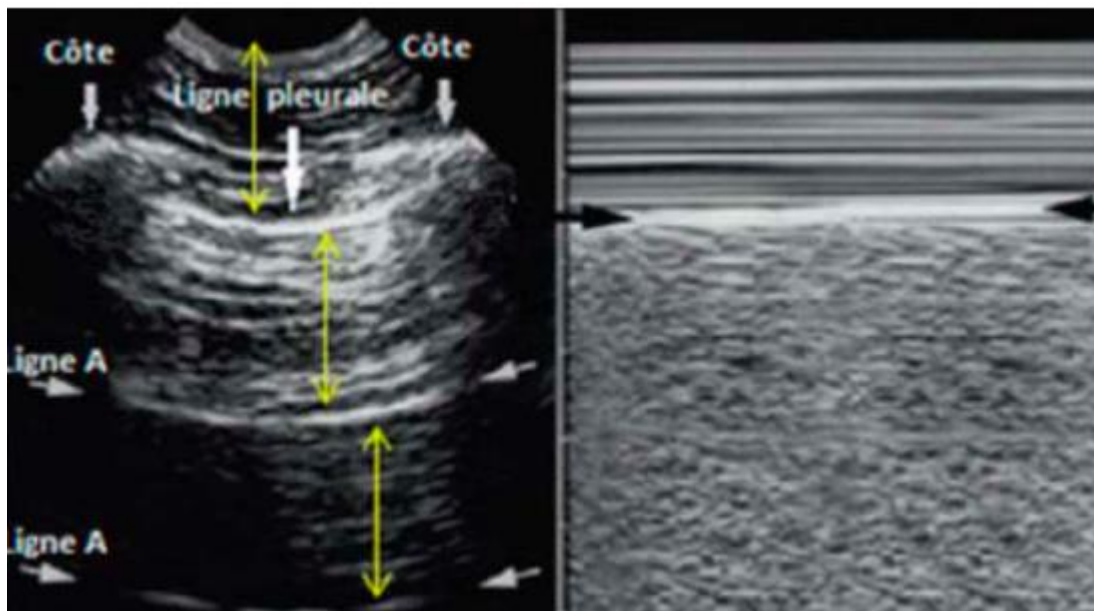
Image échographique de paroi thoracique et poumon normal
